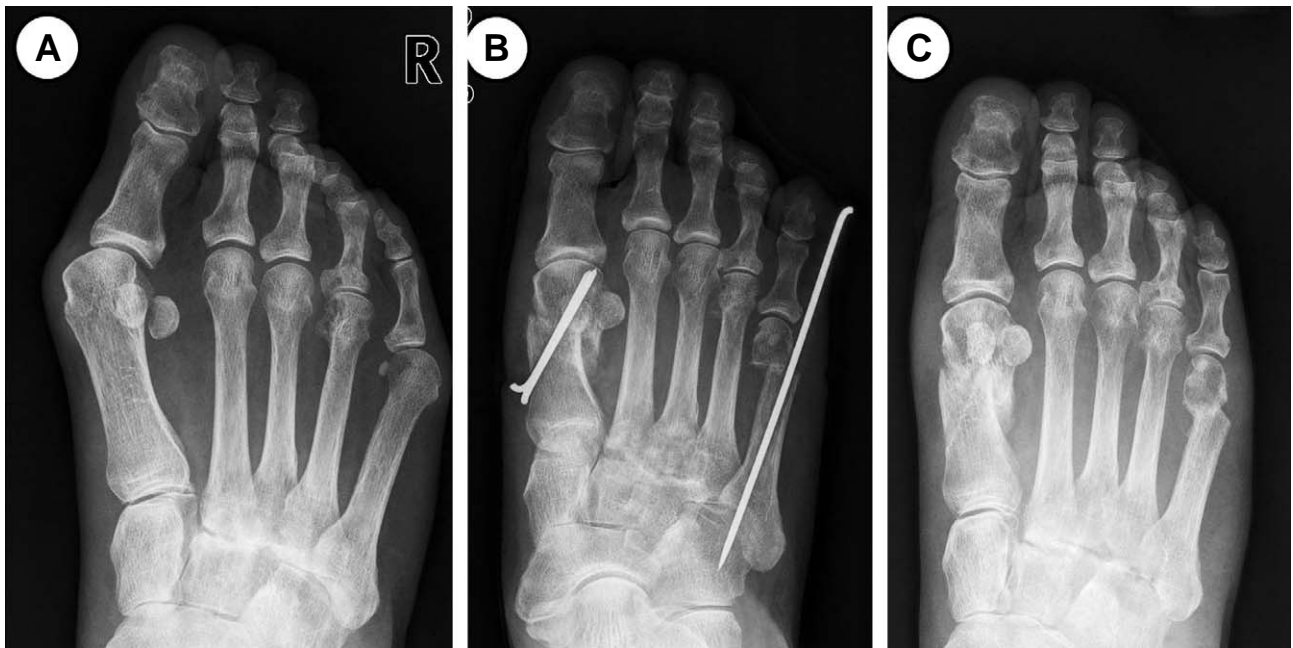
(A) Preoperative radiograph of 48 years old female patient shows a moderate hallux valgus deformity and bunionette of 5th metatarsus. (B) Postoperative radiograph showing the distal chevron osteotomy and the S.E.R.I. operation. (C) Last follow-up radiograph shows the good alignment of forefoot.
